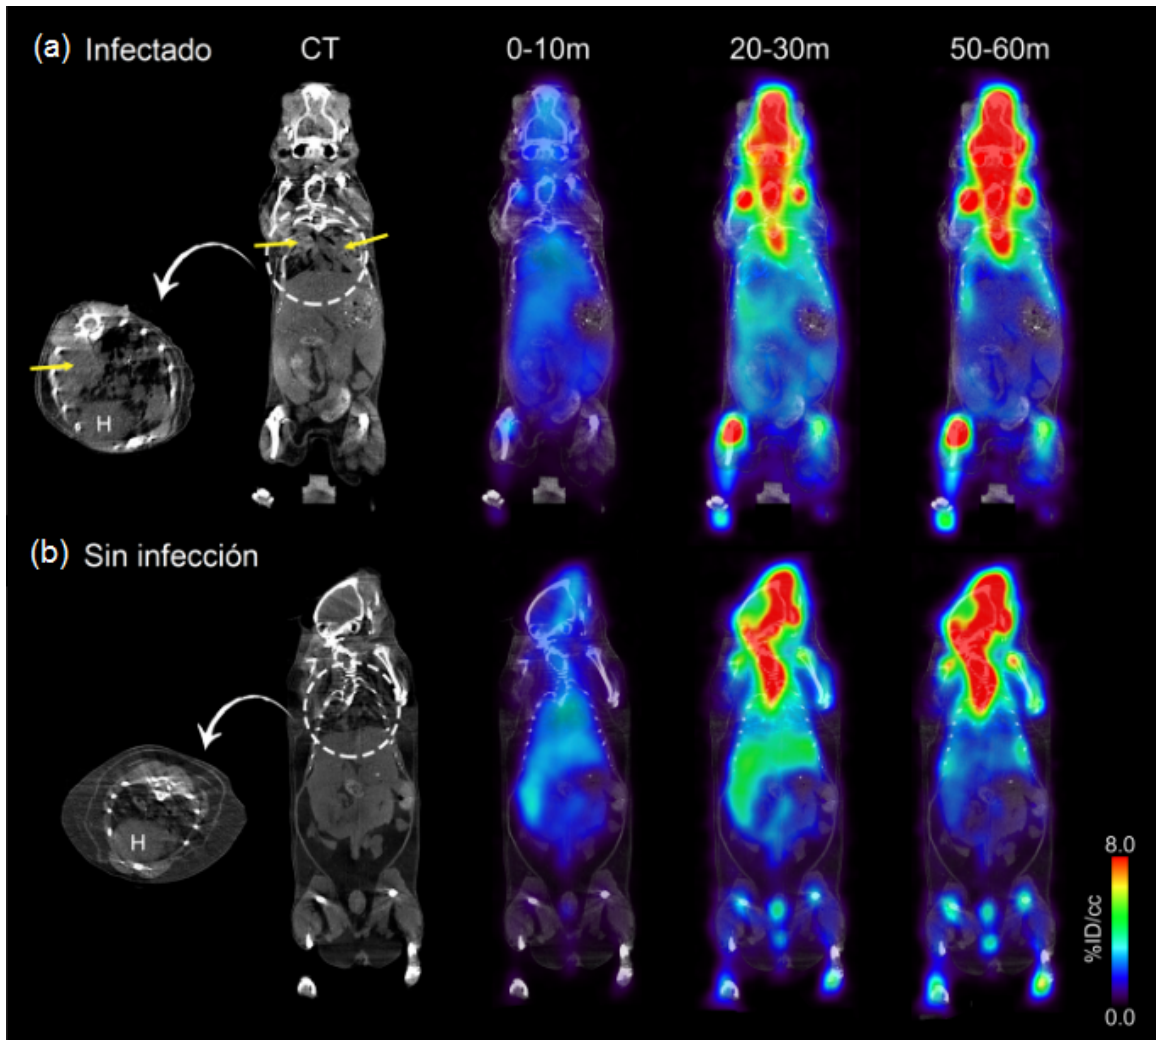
Imágenes dinámicas de PET/CT de $5\text{-}^{18}\text{F}\text{-F-PZA}$ en (a) un ratón infectado con *M. tuberculosis* representativo. Se pueden observar consolidaciones pulmonares (flechas amarillas) en los cortes de CT transversal y coronal. Imágenes PET/CT 0 a 10 min, 20 a 30 min y 50 a 60 min después de la administración del marcador; (b) un ratón de control no infectado representativo. Las imágenes que se muestran en la figura son representantes de 3 animales. H = corazón. [48].
